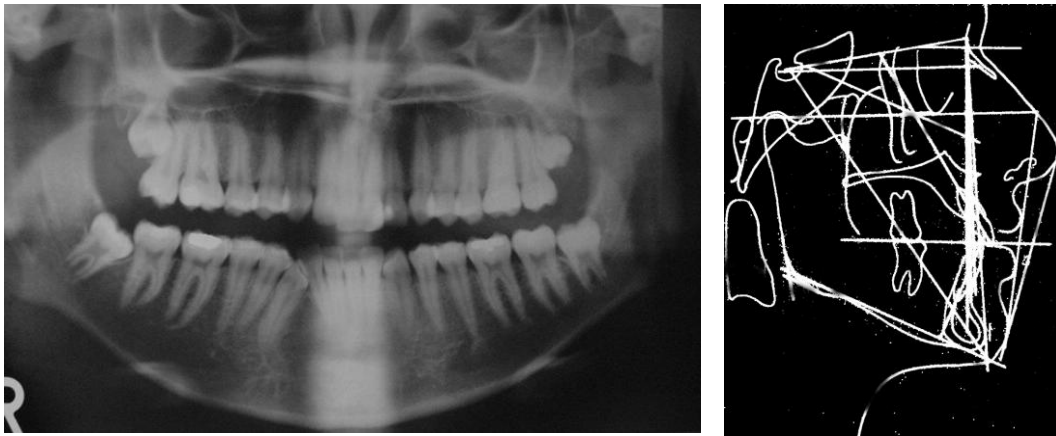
Radiografía panorámica inicial y trazado U.C.V. Caso N°2 Cortesía del Od.
